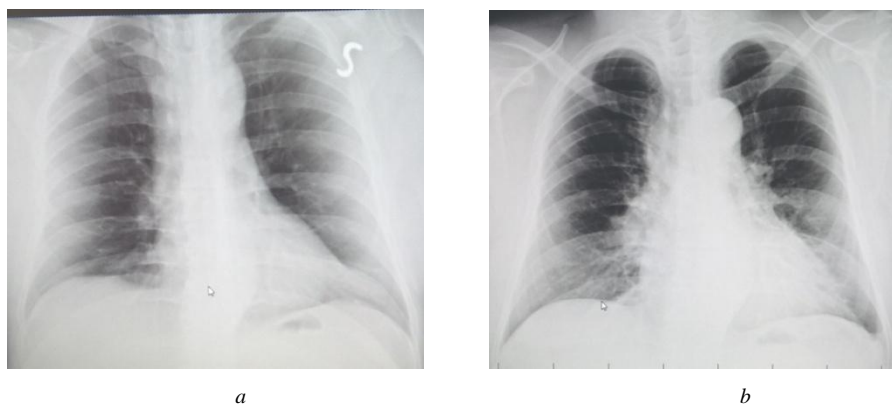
Radiografia cutiei toracice în incidență postero-anterioară în ziua 1 (a), ziua 3 (b)
